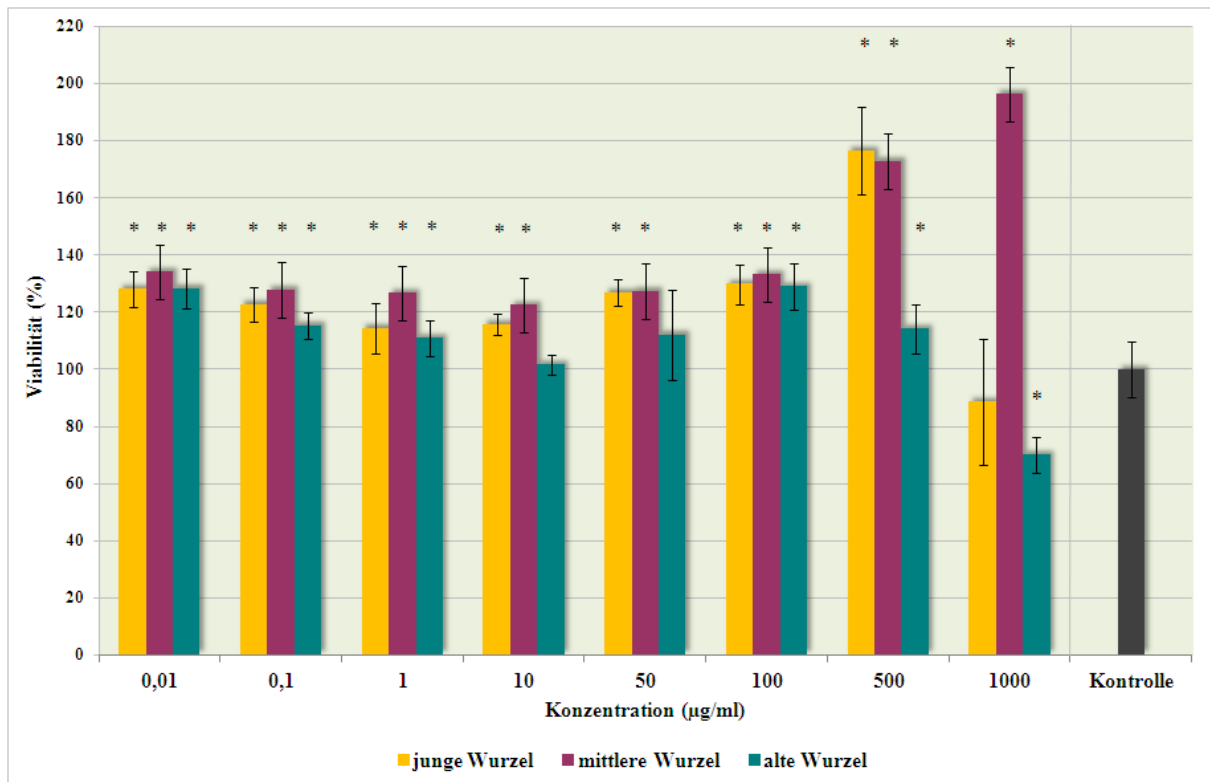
MTT – Test: BT20-Zelllinie – Vergleich zwischen den drei Wurzelaltersstufen
